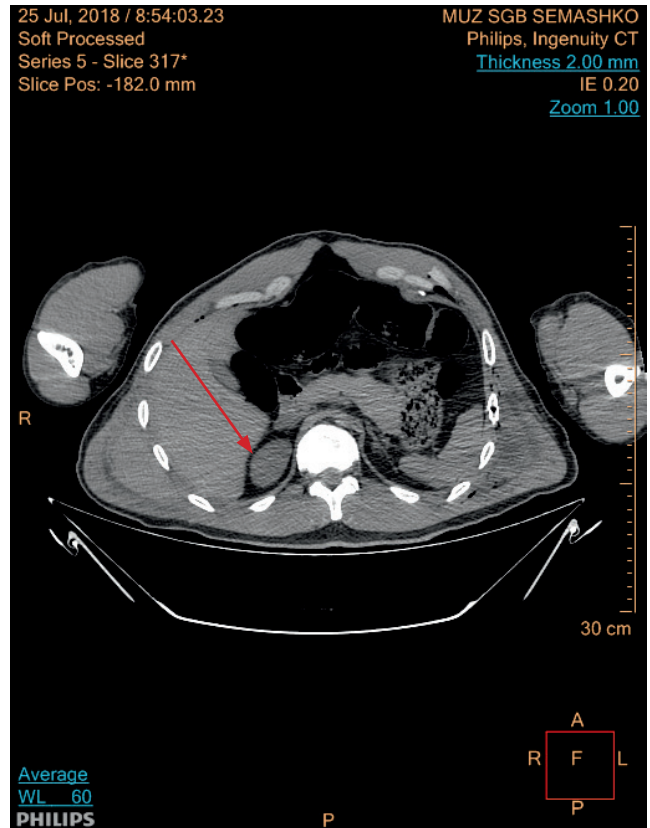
Срез на уровне брюшной полости и органов брюшинного пространства гр-на А. (КТ-исследование; правая почка отмечена стрелкой)
